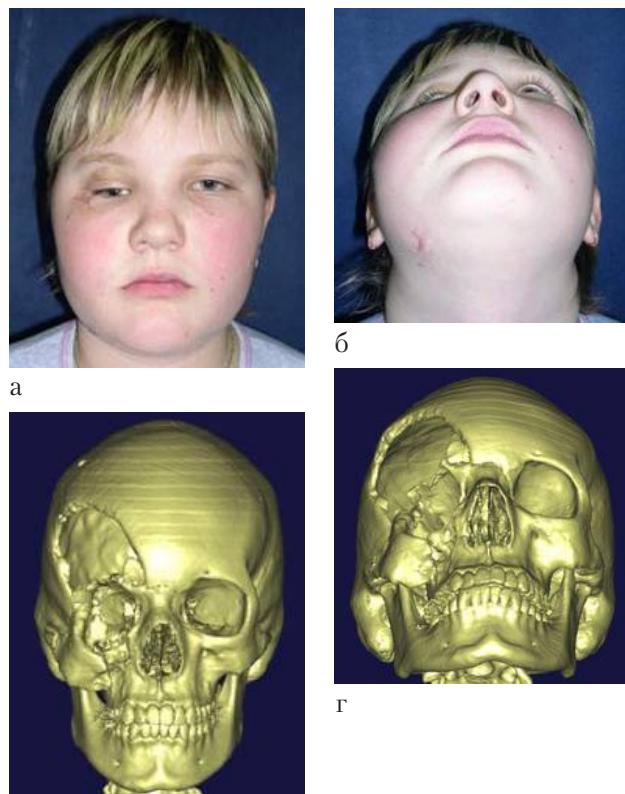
М-ва до лечения: а, б – грубая деформация краинофациальной области справа, эн-, гипофталм, полуптоз, рубцовая деформация мягких тканей лобно-орбитальной области справа; в, г – 3D-КТ черепа до хирургического лечения.
